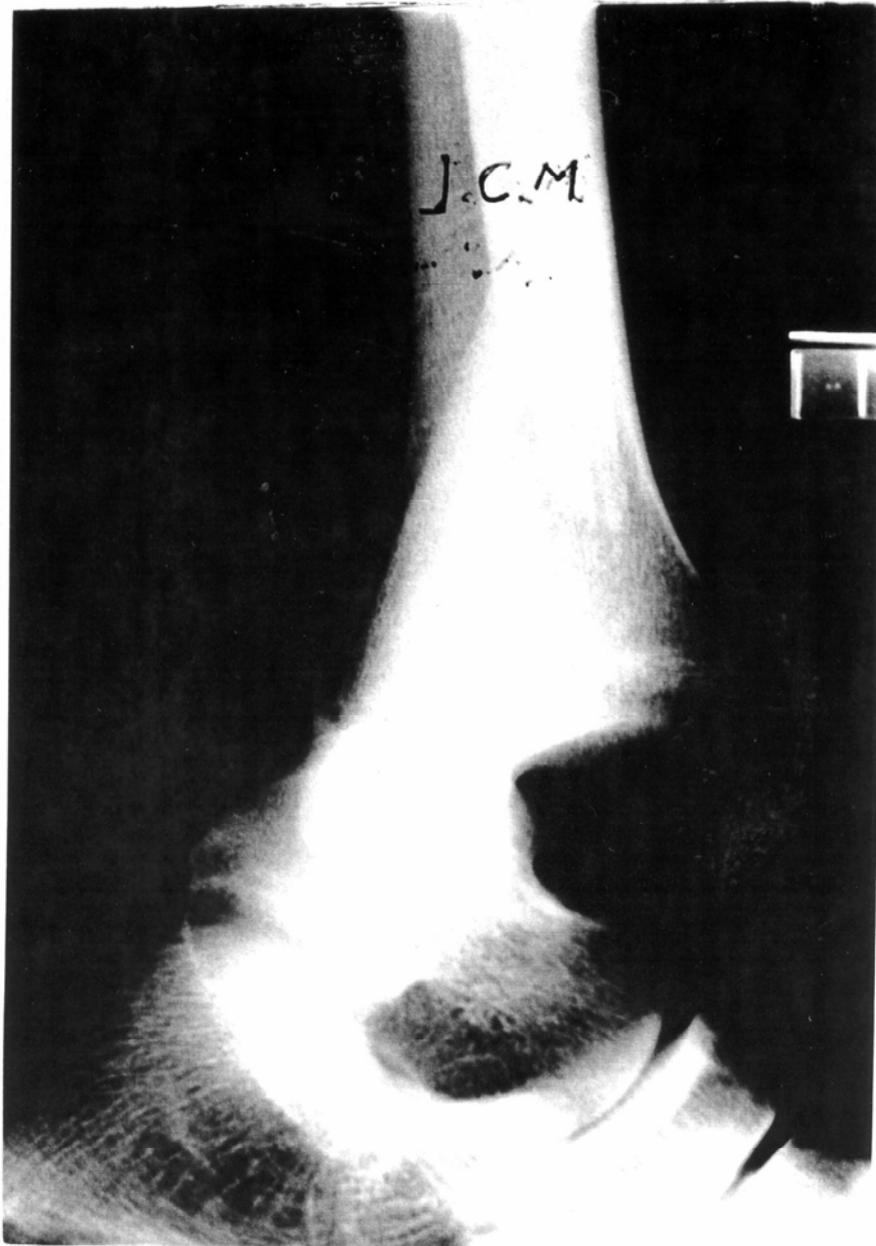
Radiografía lateral del mismo paciente
